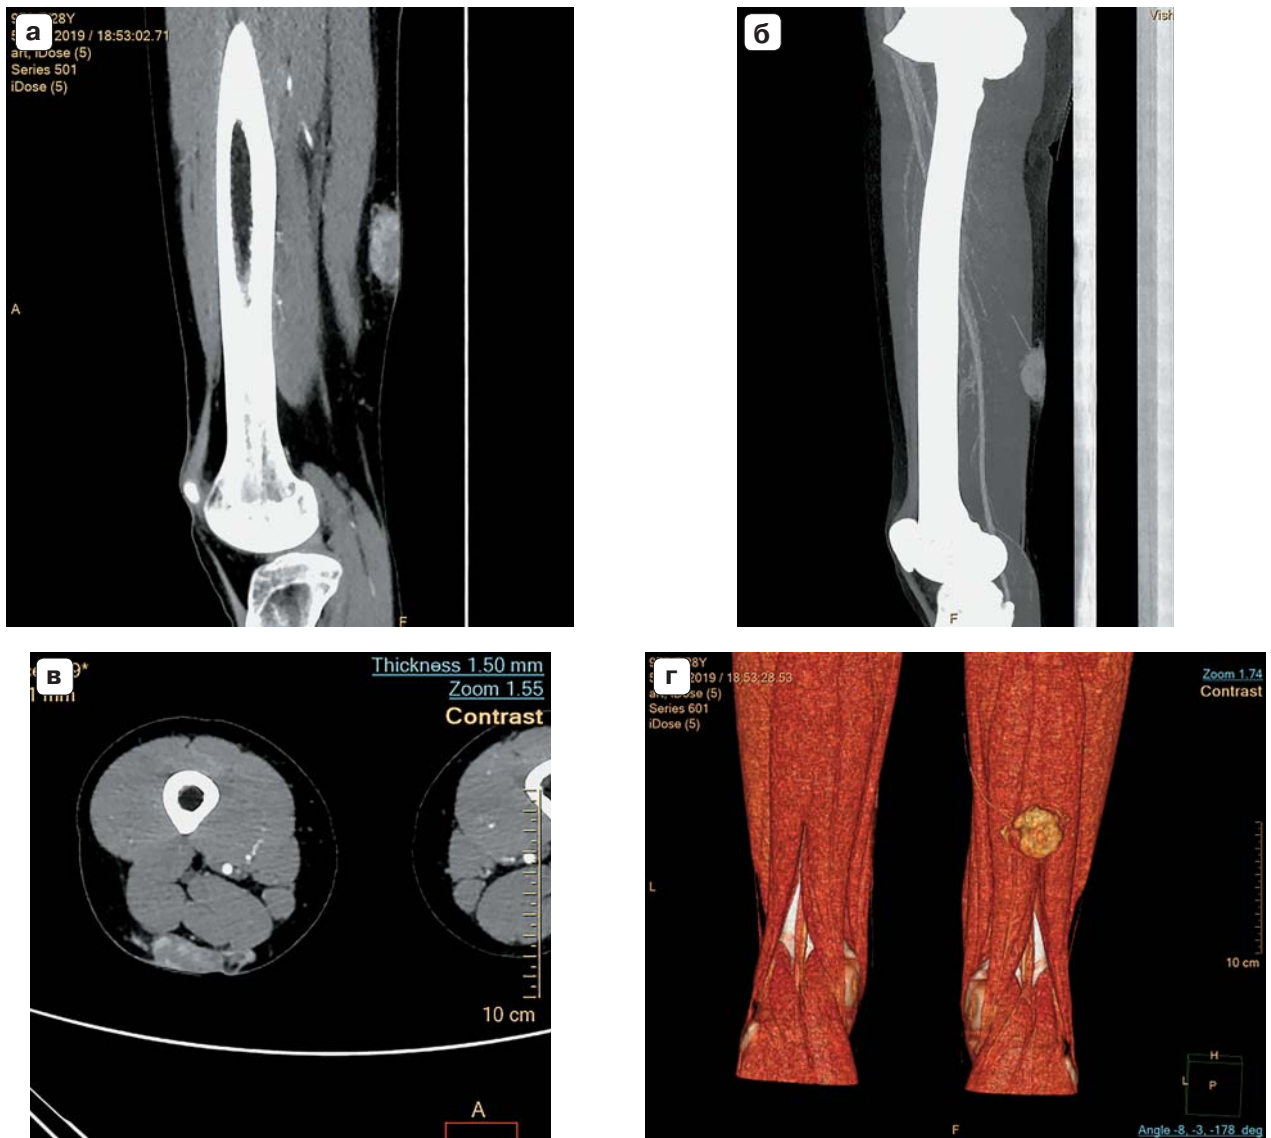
Пациентка Ков., 28 лет. МСКТ-изображения гломусной ангиомы задней поверхности правого бедра. а – сагиттальная проекция; б – сагиттальная проекция в режиме MIP; в – аксиальная проекция; г – трехмерная реконструкция изображения.
